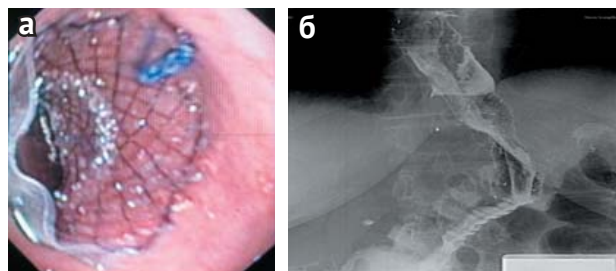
Стентирование пищевода при опухолевом стенозе: а — в просвете пищевода антирефлюксный нитиновый стент; б — рентгенологическая картина: стент в просвете пищевода и желудка
